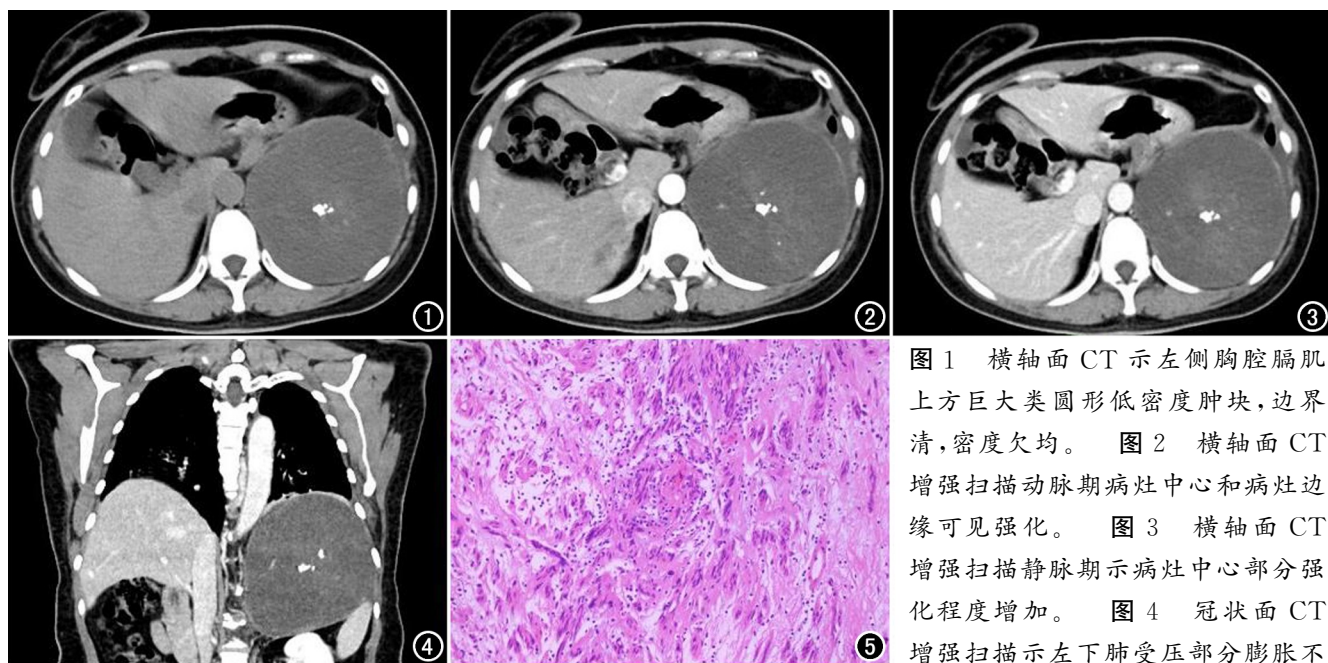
横轴面 CT 示左侧胸腔膈肌上方巨大类圆形低密度肿块,边界清,密度欠均。图 2 横轴面 CT 增强扫描动脉期病灶中心和病灶边缘可见强化。图 3 横轴面 CT 增强扫描静脉期示病灶中心部分强化程度增加。图 4 冠状面 CT 增强扫描示左下肺受压部分膨胀不
